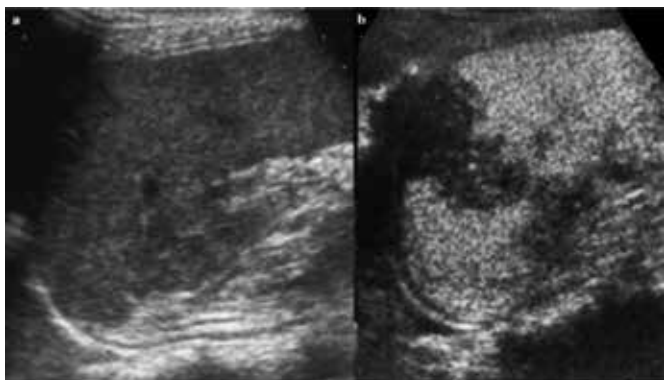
Ultrassonografia contrastada de trauma esplênico. Em ("a") sonografia longitudinal e em ("b"), análise com contraste uma lesão hipoeoica<sup>12</sup>.
